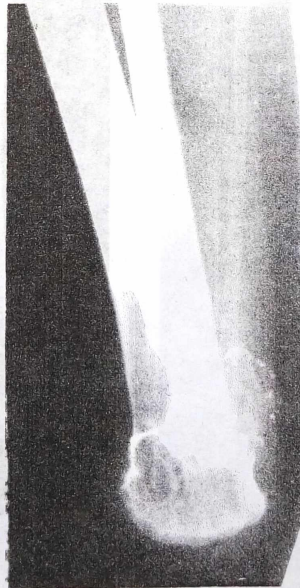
Фото рентгенограми. Приклад кістковопластичної ампутації по Пирогову.
